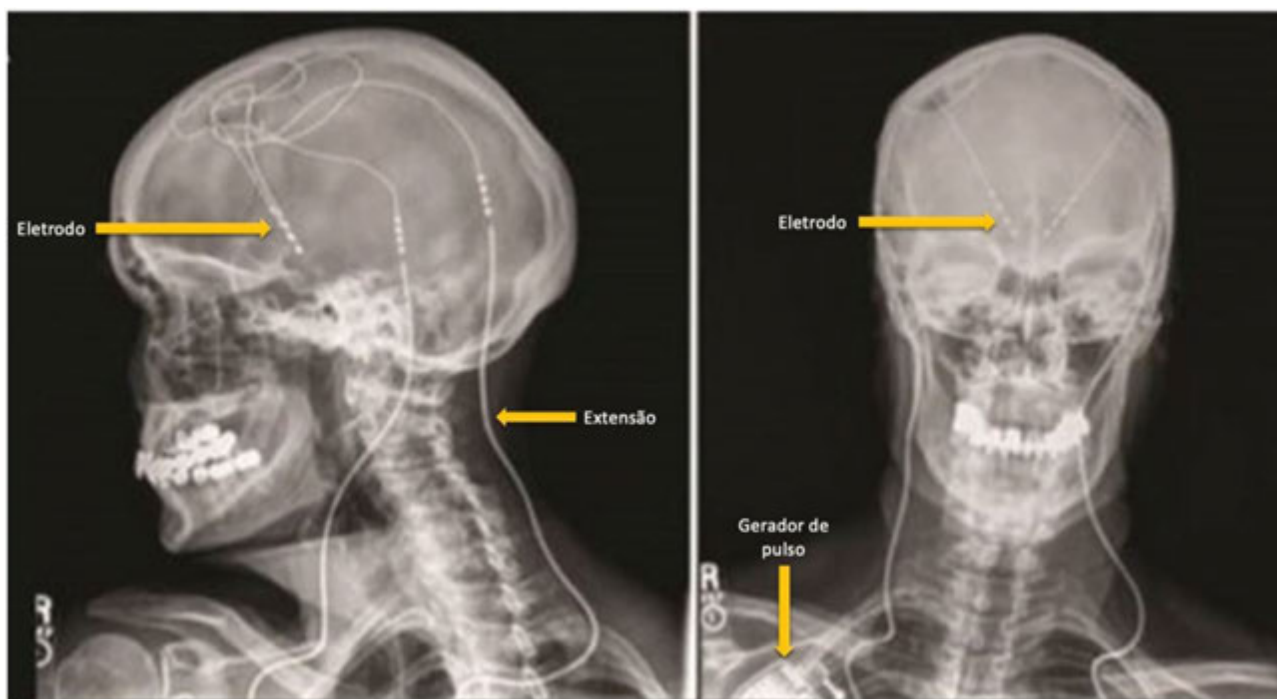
Radiografia de paciente com um implante de DBS. Adaptado de Rettner²⁸.
